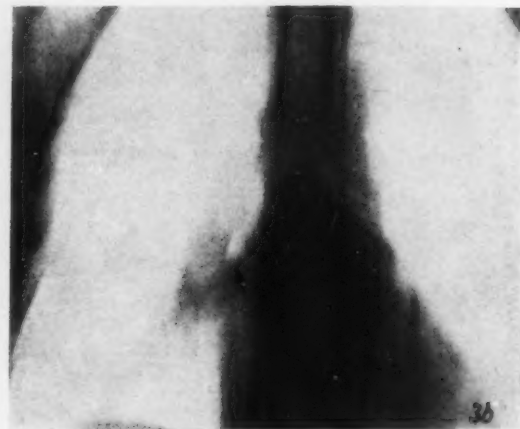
Bronchuskarzinom des rechten Unterlappenbronchus. Vergleich der tomographischen und bronchographischen Darstellung der Bronchusstenose (Pfeile). a) Normale Lungenaufnahme. b) Tomogramm. c) Bronchogramm.
